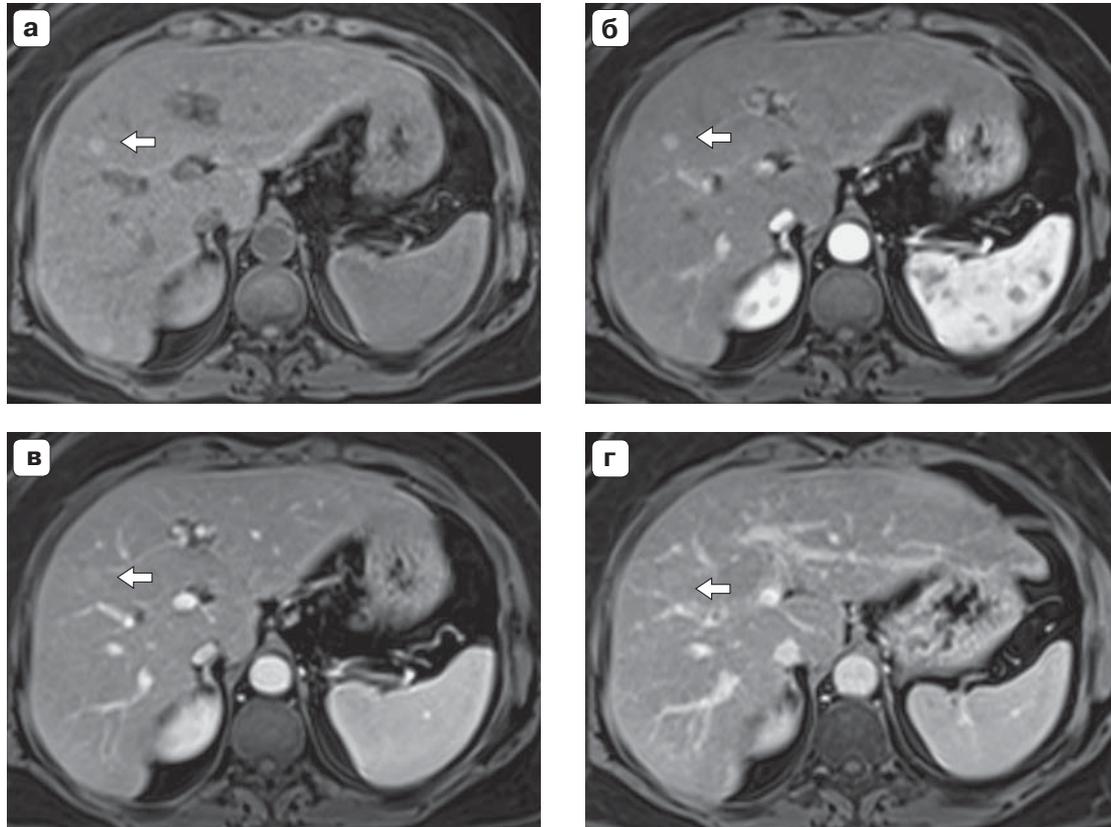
Пациентка Г., 59 лет, с одиночным узлом гепатоцеллюлярного рака на фоне микронодулярного цирроза печени. Аксиальные МР-томограммы в T1 до и после внутривенного контрастирования гадолиамидом. Апрель 2018 г. а – нативная фаза: в правой доле печени определяется узловое образование около 0,8 см в диаметре с четкими ровными контурами и однородной внутренней структурой повышенной интенсивности (SI = 314); б – артериальная фаза: повышение интенсивности отображения узлового образования (до SI = 445), наиболее четко определяемого при графическом построении кривой динамического контрастирования (не представлена); в – венозная и г – отсроченная (5 мин) фазы: постепенное вымывание контрастного вещества из узлового образования (до SI = 417 – в венозную фазу) и отсутствие визуализации псевдокапсулы в большей степени соответствуют проявлениям диспластического узла с высокой вероятностью его малигнизации, т.е. “ранней” формы гепатоцеллюлярного рака.
